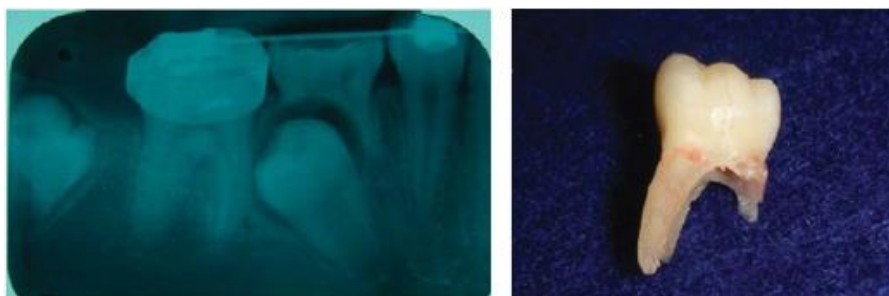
Absence de résorption de la racine mésiale de 85 suite à la déviation du trajet d'éruption de la 45 sous-jacente : radiographie rétroalvéolaire et photographie de la molaire temporaire après avulsion (26)
